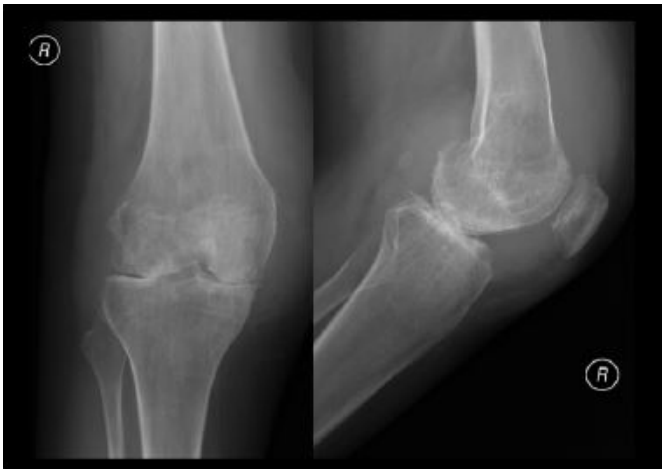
Radiografias do joelho direito, pré-operatórias, em incidência ântero-posterior (AP) e perfil: pangerartrose grau IV
